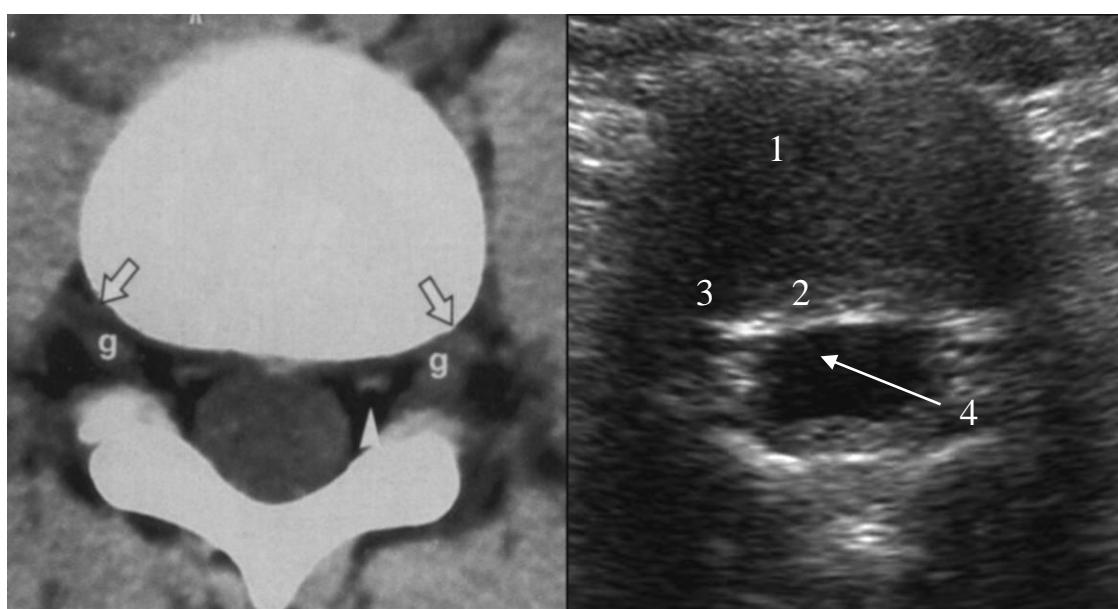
Слева компьютерная томограмма МПД в аксиальном сечении, на которой стрелками указаны корешковые каналы, справа - ультрасонограмма МПД в аксиальном сечении на уровне L5-S1, норма: 1 – МПД и ПЯ; 2 – ПК; 3 – корешковый канал; 4 – желтая связка.
